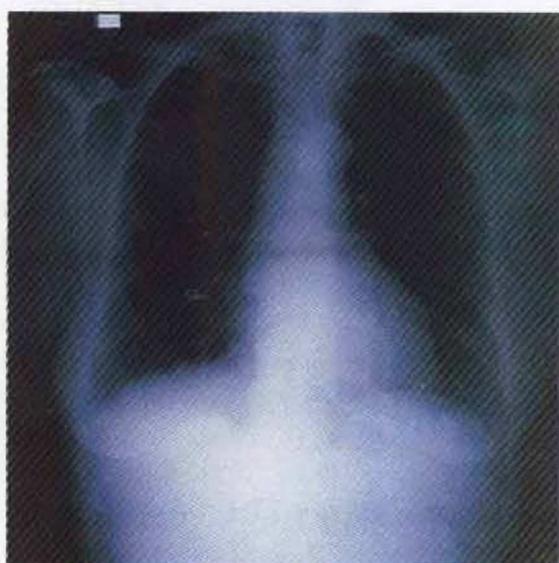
Teleradiografia de tórax. PA: Discreta hipotransparência bilateral, atingindo sobretudo os terços médios e inferiores, com padrão em "vidro despolido".
